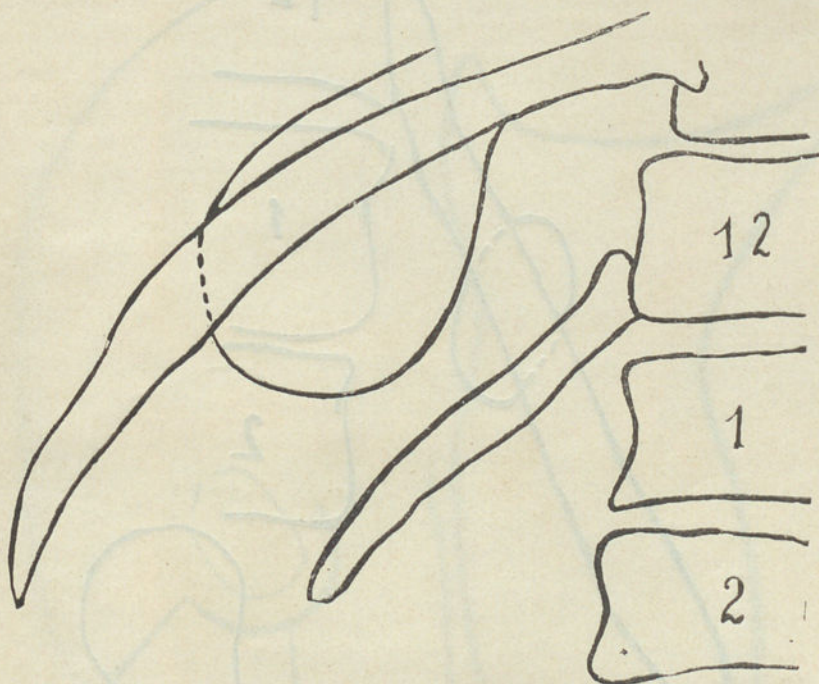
Radiografia n.º 3406.
